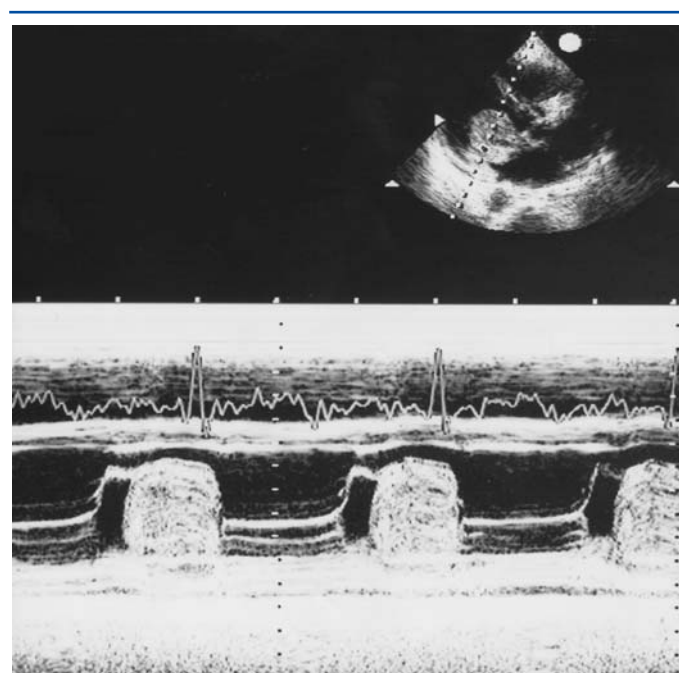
Échocardiographie temps-mouvement (TM) en coupe parasternale gauche d'un myxome de l'oreillette gauche. Diminution de la pente EF, abrasion de l'onde A et surtout apparition d'un « nuage » d'échos denses, ondulés, stratifiés, entre les feuillets mitraux.
